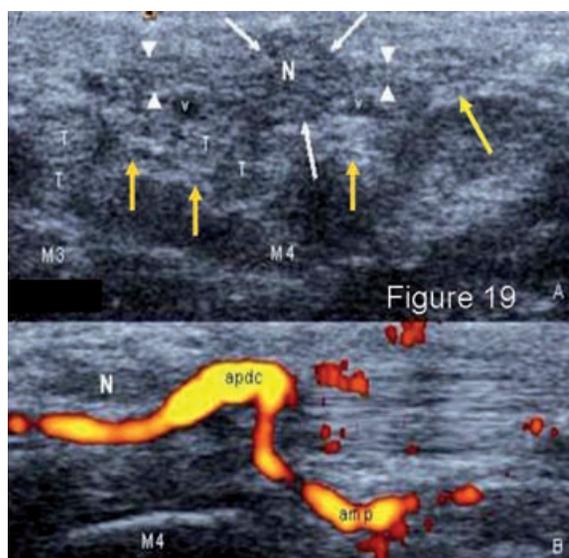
Coupes échographiques transversales au niveau des 3^e et 4^e métacarpiens (A) et longitudinales au niveau de la tête du 4^e métacarpien (B) d'une récurrence postopératoire d'une maladie de Dupuytren (5 ans). Un nodule (flèches pleines), isoéchogène par rapport aux tendons, est implanté sur l'aponévrose palmaire très épaissie (têtes de flèches). Si la branche superficielle du nerf ulnaire n'est pas impliquée (flèche jaune), remarquez la topographie anormale des tendons fléchisseurs, des collatérales de la branche profonde du nerf ulnaire (flèches oranges) ainsi que la déformation artérielle imagée en Doppler Puissance. T = tendons. M3 = 3^e métacarpien. M4 = 4^e métacarpien. N = nodule. apdc = artère palmaire digitale commune. amp = artère métacarpienne palmaire.
